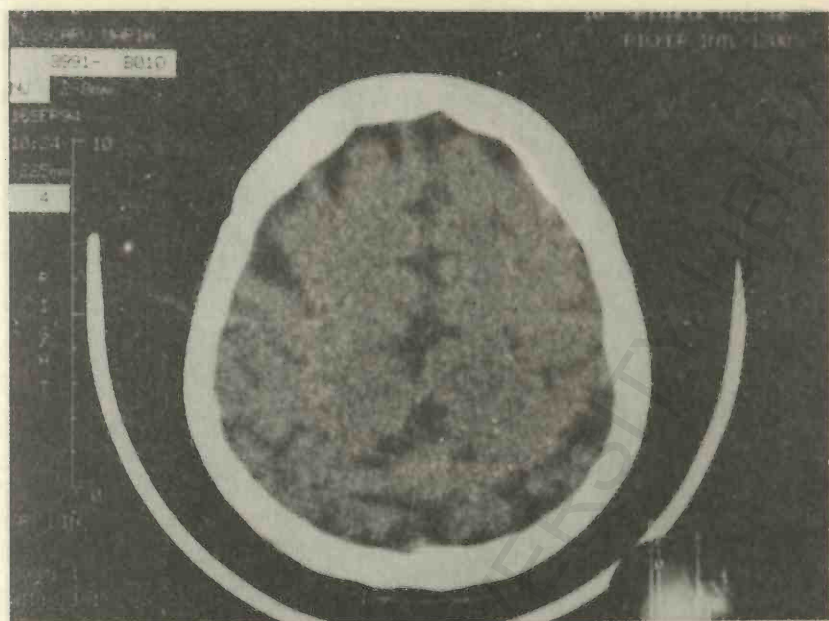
Examen CT cerebral. Atrofie corticală difuză, predominant parieto-temporală; hidrocefalie internă la un bolnav de 61 ani.
